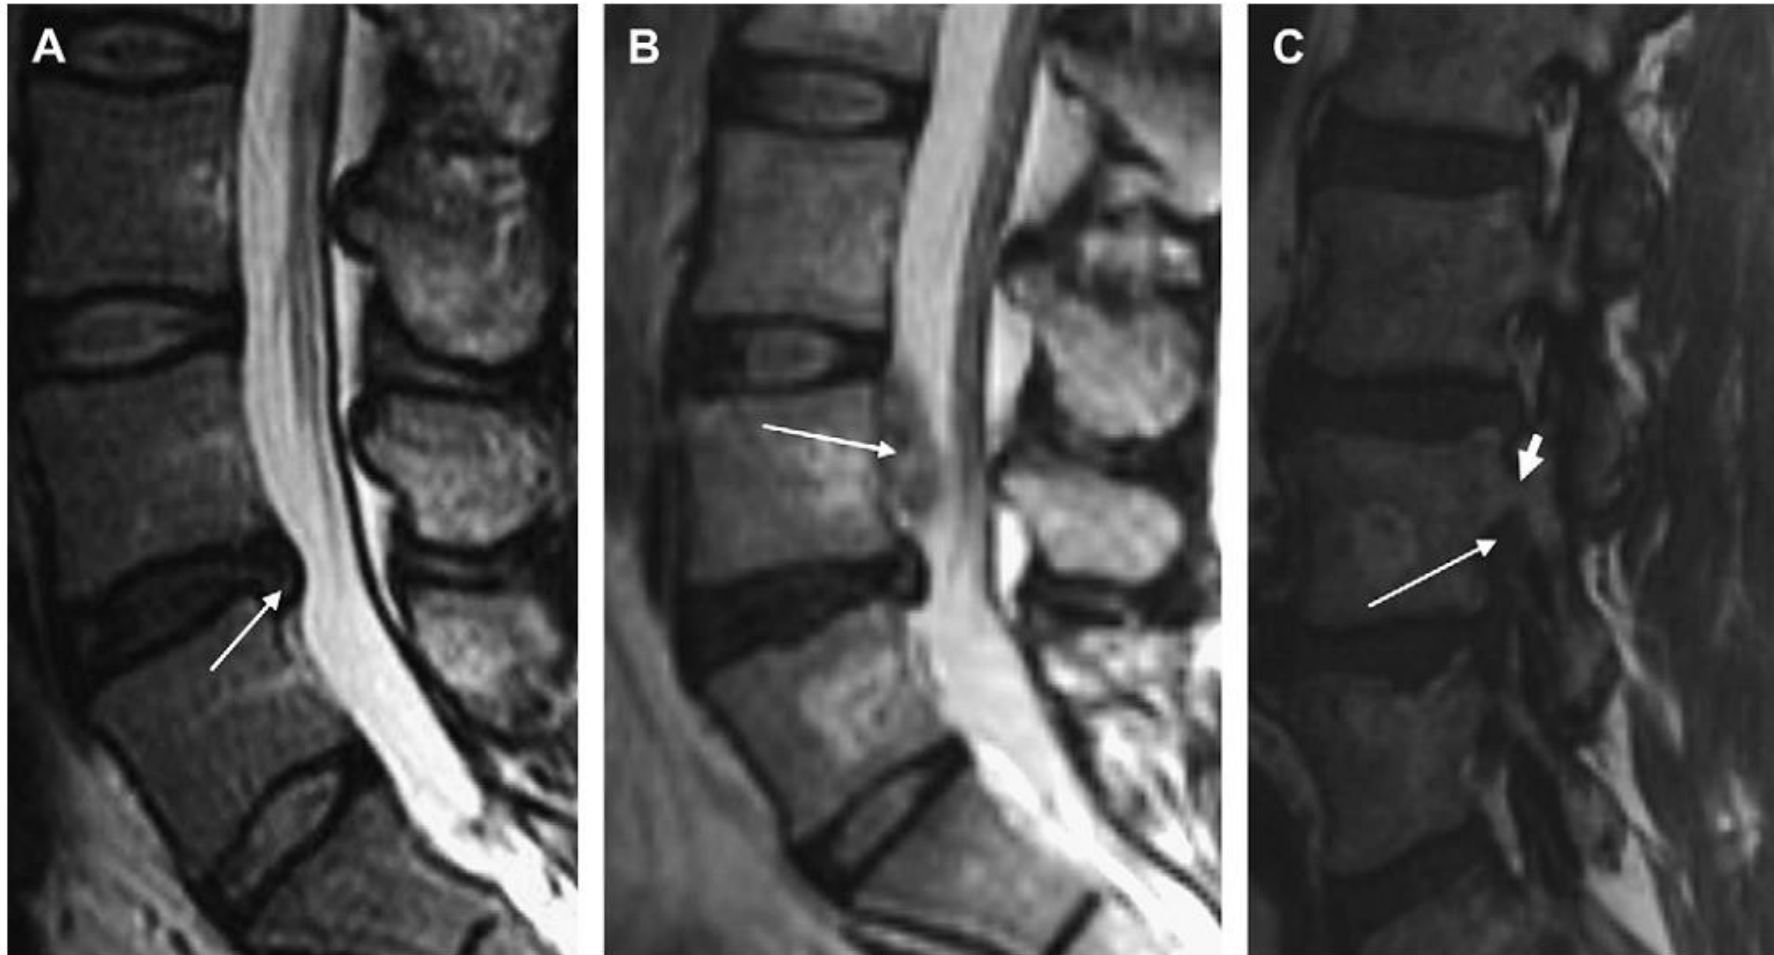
Sagittal T2-weighted MR images (A, B) and sagittal T1-weighted MR image (C) of the lumbar spine shows multiple different disk herniations at various levels. (A) Disk herniation at L4-5 with minimal displacement of the herniation inferiorly (white arrow); this disk herniation is located at a suprapedicular level. (B) Disk extrusion originating from the L4-5 level with a sequestered disk fragment located at the level of the pedicle (white arrow). (C) Disk extrusion originating from the L4-5 level and extending superiorly to be positioned in an infrapedicular location (white arrow). The pedicle (white arrowhead) is seen just above the superior location of the disk herniation.
